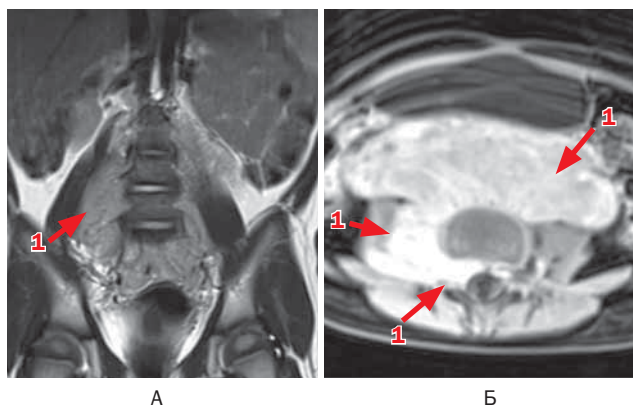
Больная П., 8 лет. Забрюшинная нейробластома с прорастанием в позвоночный канал. МРТ поясничного отдела позвоночника (А, Б)
